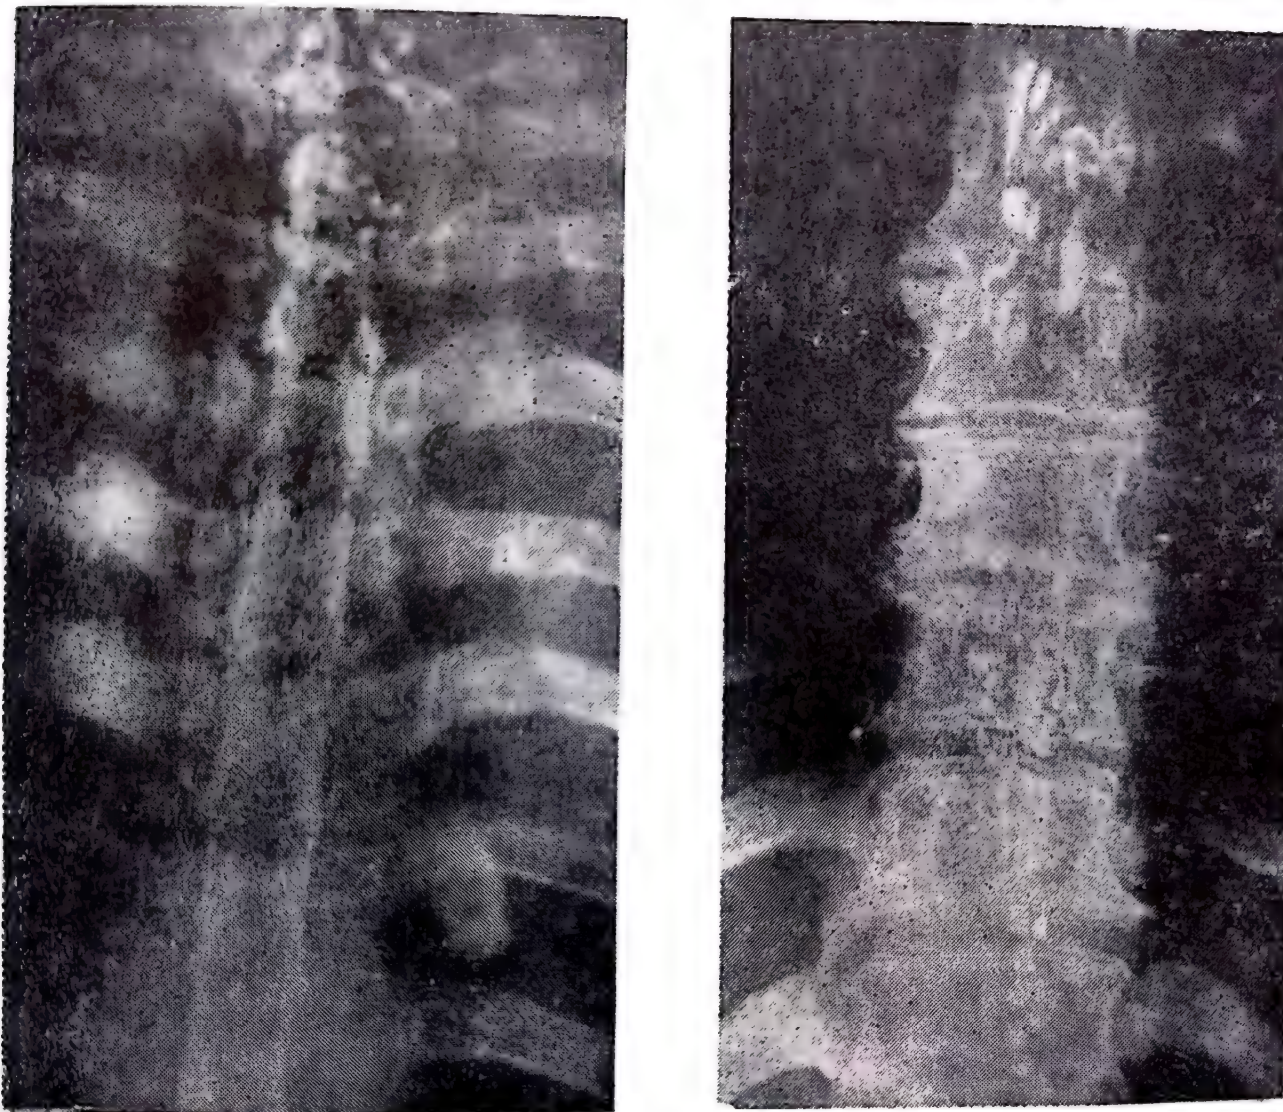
50. — Radiografia coloanei vertebrale dorsale. Se văd picăturile de Lipiodol diseminate pe toată regiunea toracală.
